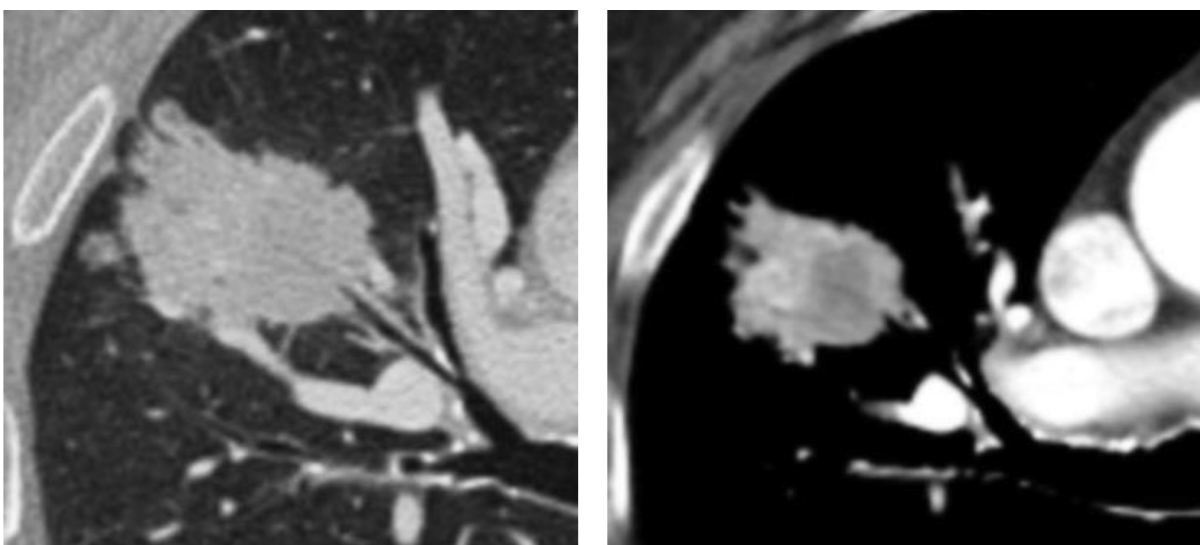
Аксіальна КТ-реконструкція паренхіми правої легені. Візуалізується периферична ділянка консолідації легеневої тканини, неправильної форми, з променистими контурами та інфільтративними тяжами до плеври. Гістологічно підтверджена аденокарцинома
